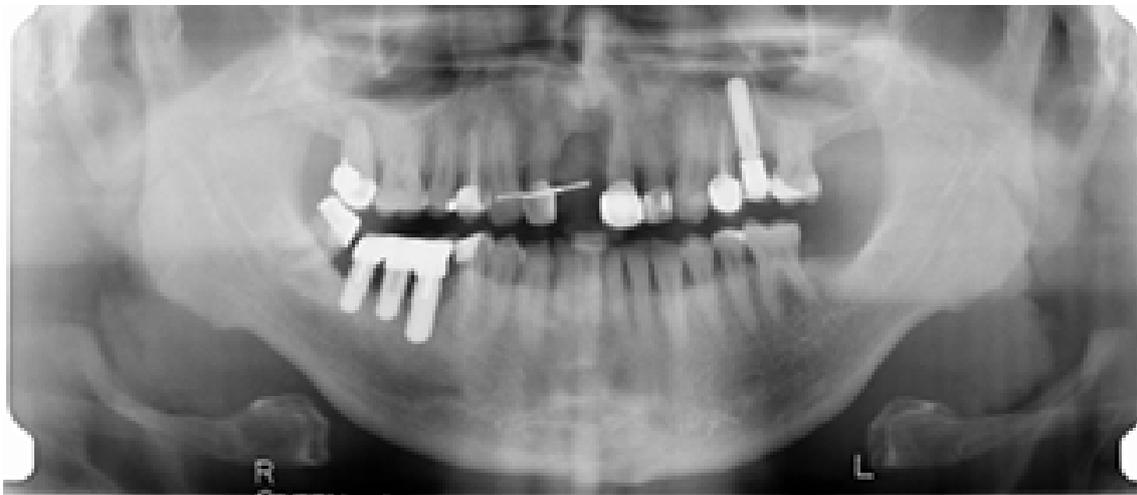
The initial radiograph.*
